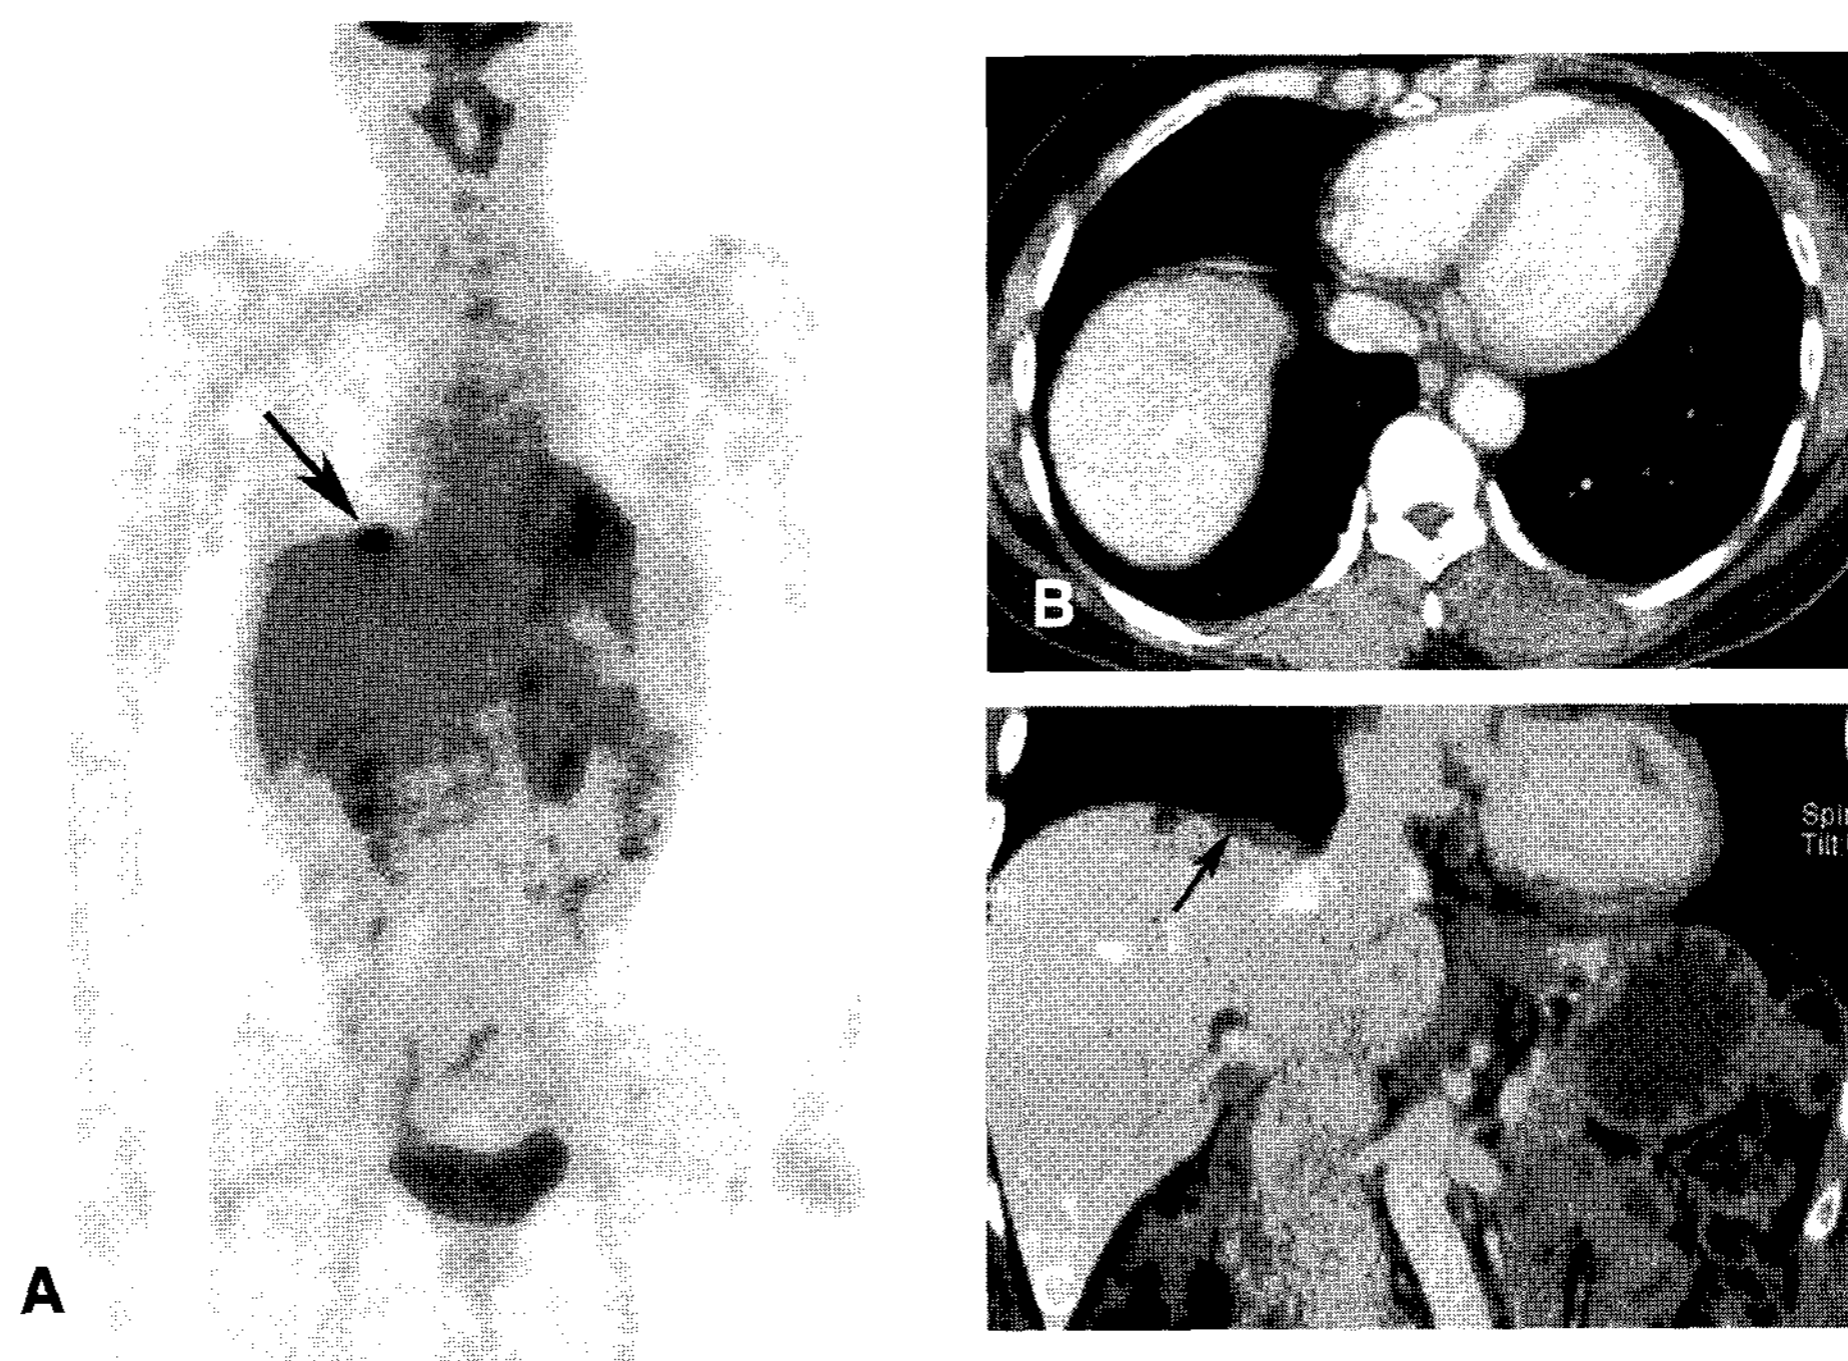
52 year-old woman with serous cystadenocarcinoma of the ovary has normal serum CA-125 level. A. PET scan shows a focal FDG uptake at diaphragmatic area (arrow). B. Axial image of CT scan cannot define the lesion due to partial volume averaging. C. Coronal reconstruction of CT images after the interpretation of PET scan shows the diaphragmatic lesion (arrow).
